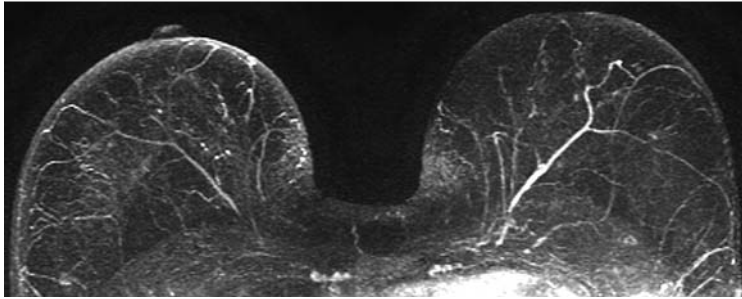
Normalbefund in der Mamma-MRT (MIP-Darstellung). Bei Dichtetyp I und Artefaktstufe I gelingt der Ausschluss eines Mammakarzinoms mit sehr hoher Zuverlässigkeit.
